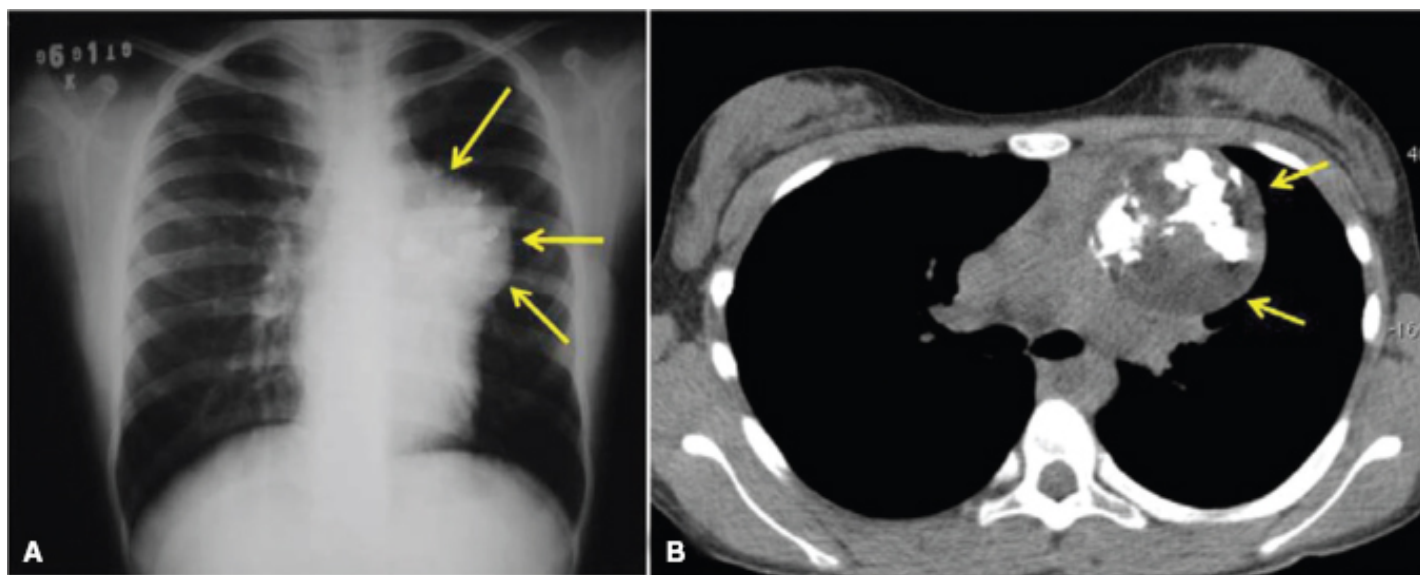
Teratoma. Radiografia do tórax (A) e TC de tórax janela de mediastino (B). Lesão expansiva no mediastino anterior (*setas*) determinando alargamento mediastinal à esquerda, com baixos coeficientes de atenuação (gordura) e focos de calcificação em seu interior.
